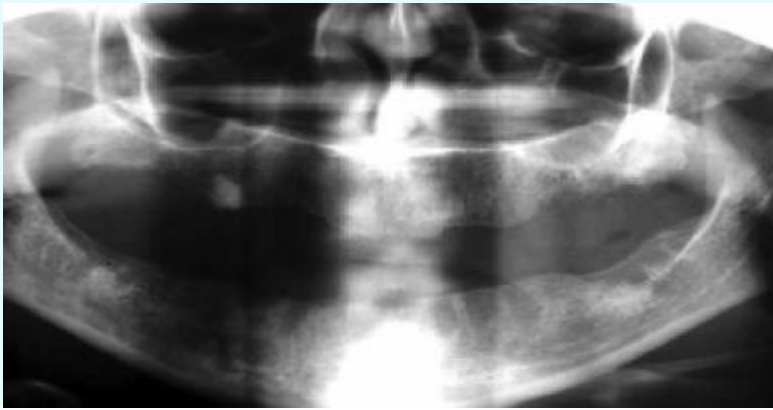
Panoramic radiograph of the case 1 showing a mild resorption on the left maxillary bone surface.
